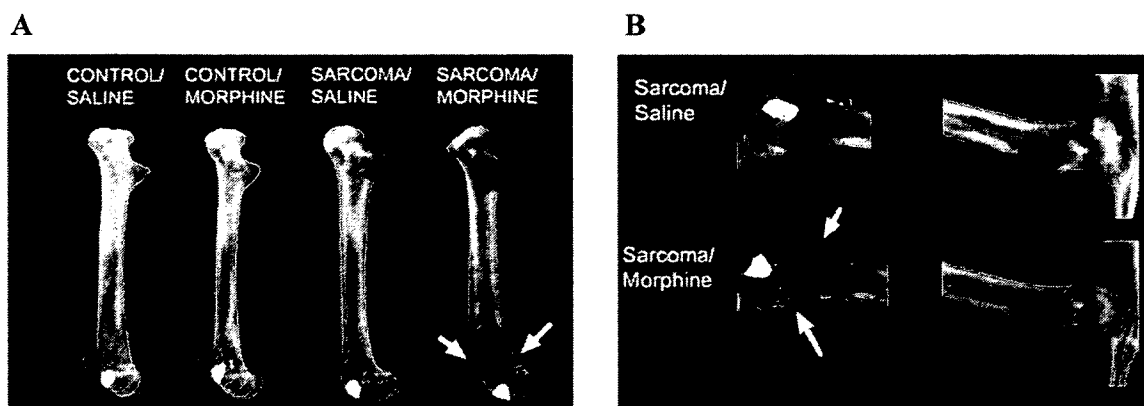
Images radiographiques de fémur 12 jours suivant l'induction du cancer chez la souris. A-L'ostéosarcome induit la destruction de l'os dans la partie distale du fémur. Le traitement à la morphine pendant 5 jours a amplifié la fragilisation de l'os comparativement aux animaux traités saline. B-Un grossissement des images indique (flèches blanches) la présence de microfractures dans le fémur traité à la morphine. Source : (King T et al., 2007)
